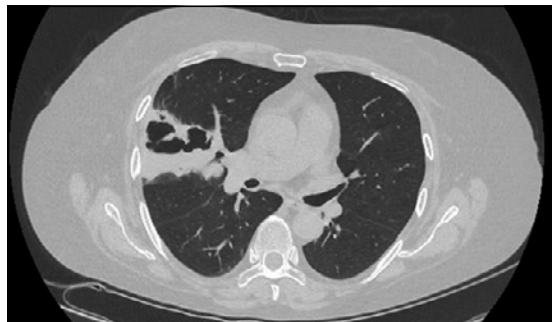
Tomografía computarizada de tórax (Caso 2). Lesión condensante cavitada de bordes irregulares en segmento lateral de lóbulo medio, con sospecha de cuerpo endocavitario.
